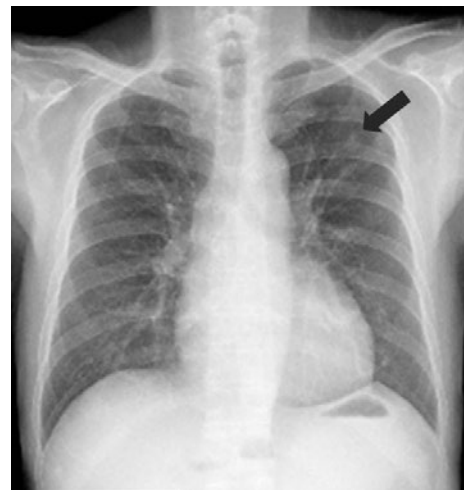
初診時の胸部X線写真．左上肺野に結節影（矢印）を認める．
